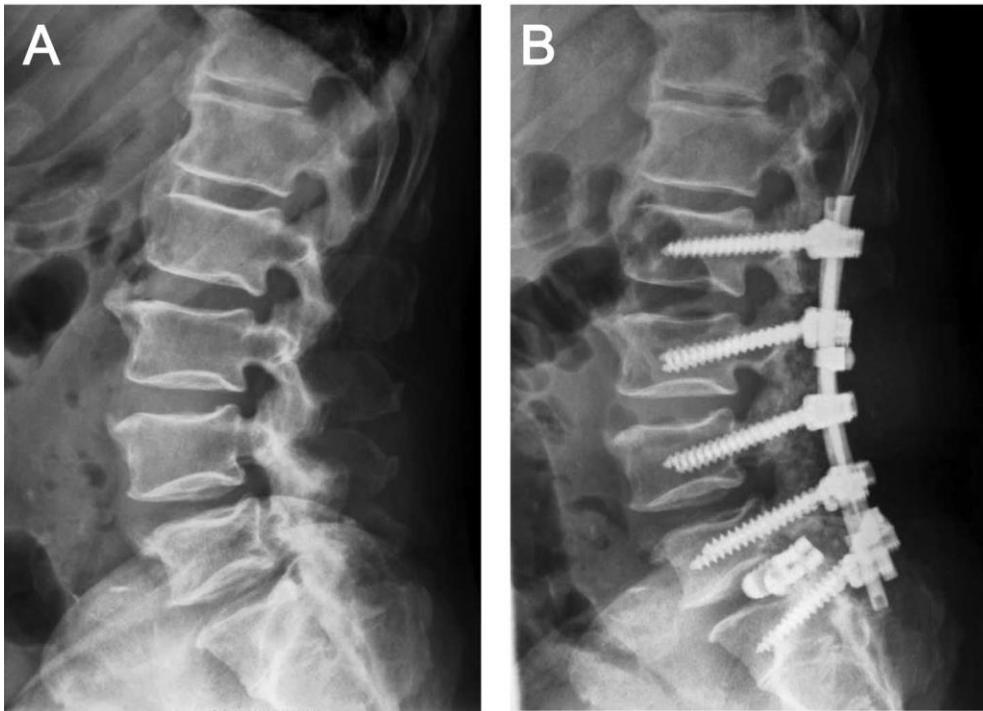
Radiographies de profil pré- (a) et postopératoire d'une arthrodeuse circonférentielle (b) chez un patient présentant une migration postérieure d'une cage IS L4-L5 et ayant comme facteurs de risque un aspect en poire de ses corps vertébraux et une hyperostose (116).
